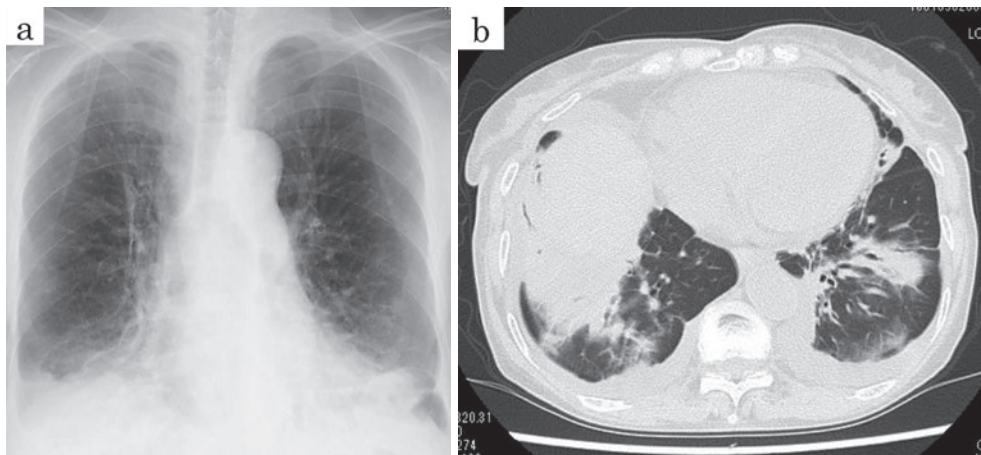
入院時胸部画像。(a) 胸部 X 線検査では、両側下肺野に浸潤影を認めた。(b) 胸部造影 CT では、両側下葉優位気管支血管束に沿ってすりガラス状の斑状陰影を認める。胸水貯留あり。
